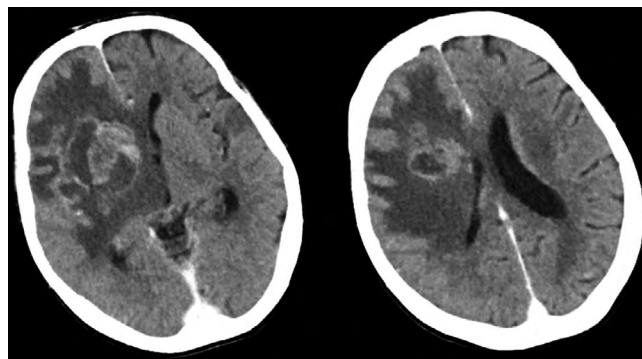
МСКТ головного мозга пациентки Я. с контрастным усилением.
